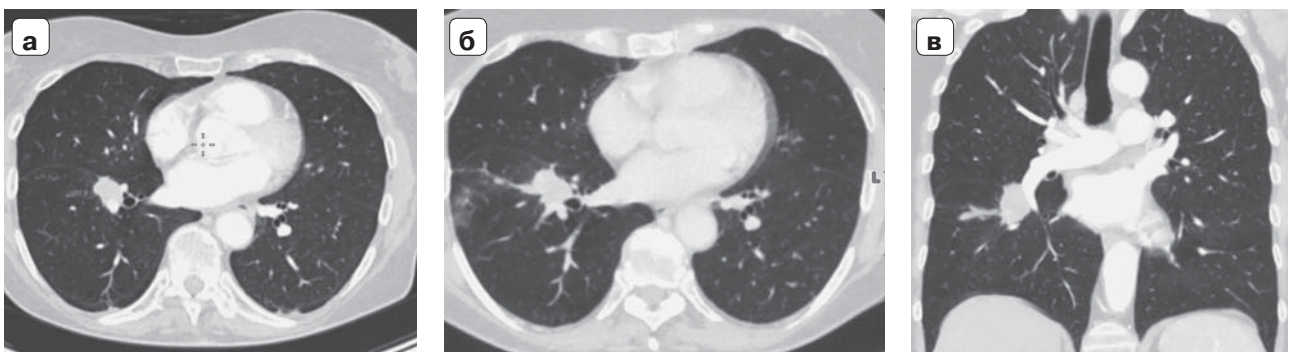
КТ грудной клетки от 15.02.2023 с контрастным усилением. а – аксиальный срез: определяется увеличение образования в C6 правого легкого до 26 × 19 мм, инфильтрация междолевой плевры; б – постковидные изменения в нижней доле: зона “матового стекла”, фиброзные тяжи; в – фронтальная реконструкция: прилежание образования к нижнедолевой легочной артерии, фиброзный тяж к очагу.
